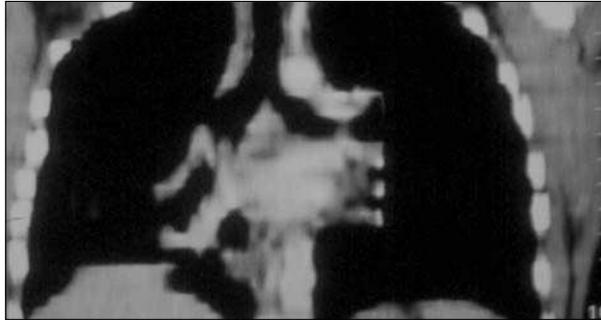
TC torácica. Tumorción endoluminal en bronquio lobulillar inferior derecho.
